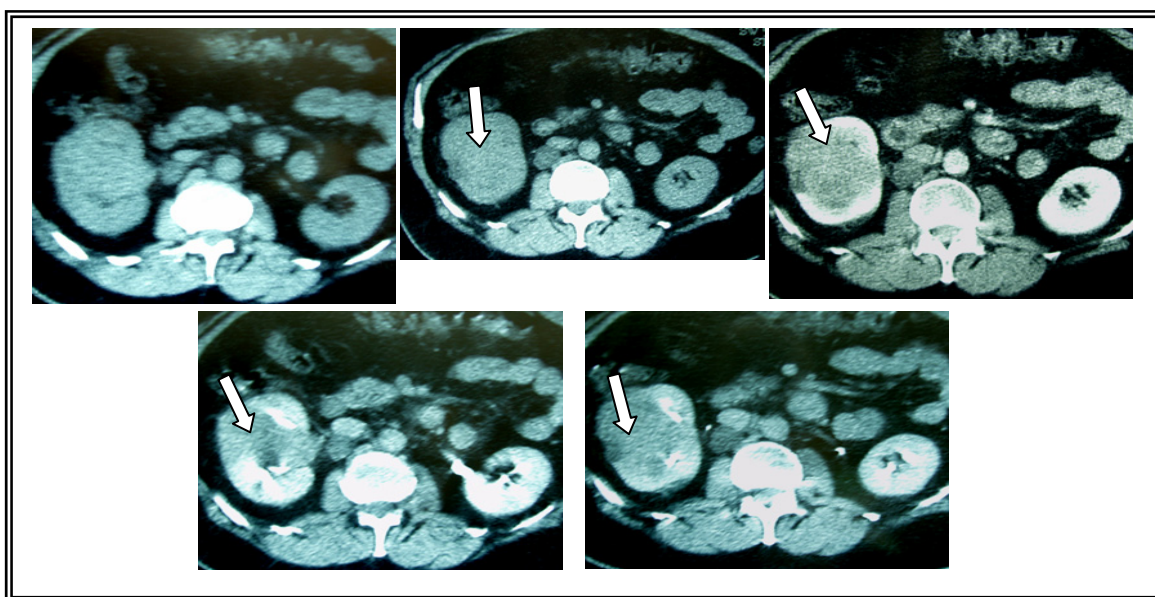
TAC abdominal. En el sentido de la escritura: las dos primeras imágenes, previas a la administración de contraste, muestran una distorsión de la morfología renal pero sin identificarse tumoración de forma clara. La imagen siguiente muestra una fase de captación de contraste, en la que se ve realizada una tumoración de localización mesorenal y de grandes dimensiones. Las dos últimas imágenes muestran una fase tardía excretora en la que se aprecia la distorsión del sistema pielocalicilar
